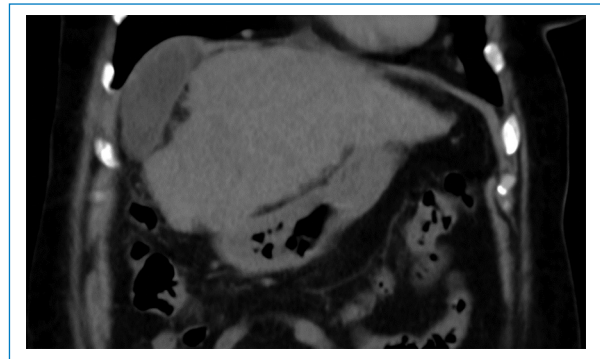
TC de abdomen simple en corte coronal a nivel hepático. Se identifica la posición suprahepática de la vesícula biliar.
